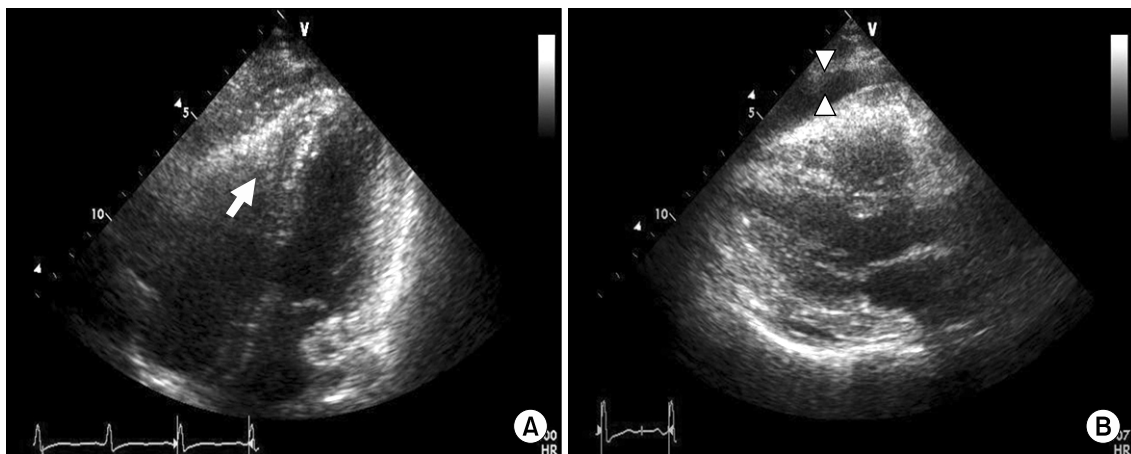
Transthoracic echocardiography shows echogenic mass in the right ventricular apex (arrow) with right ventricular-cavity obliteration and a moderate amount of pericardial effusion (arrowhead). The left ventricular cavity size and systolic function were normal (ejection fraction: 64%). (A) Parasternal long axis view (B) Four chambered view.
